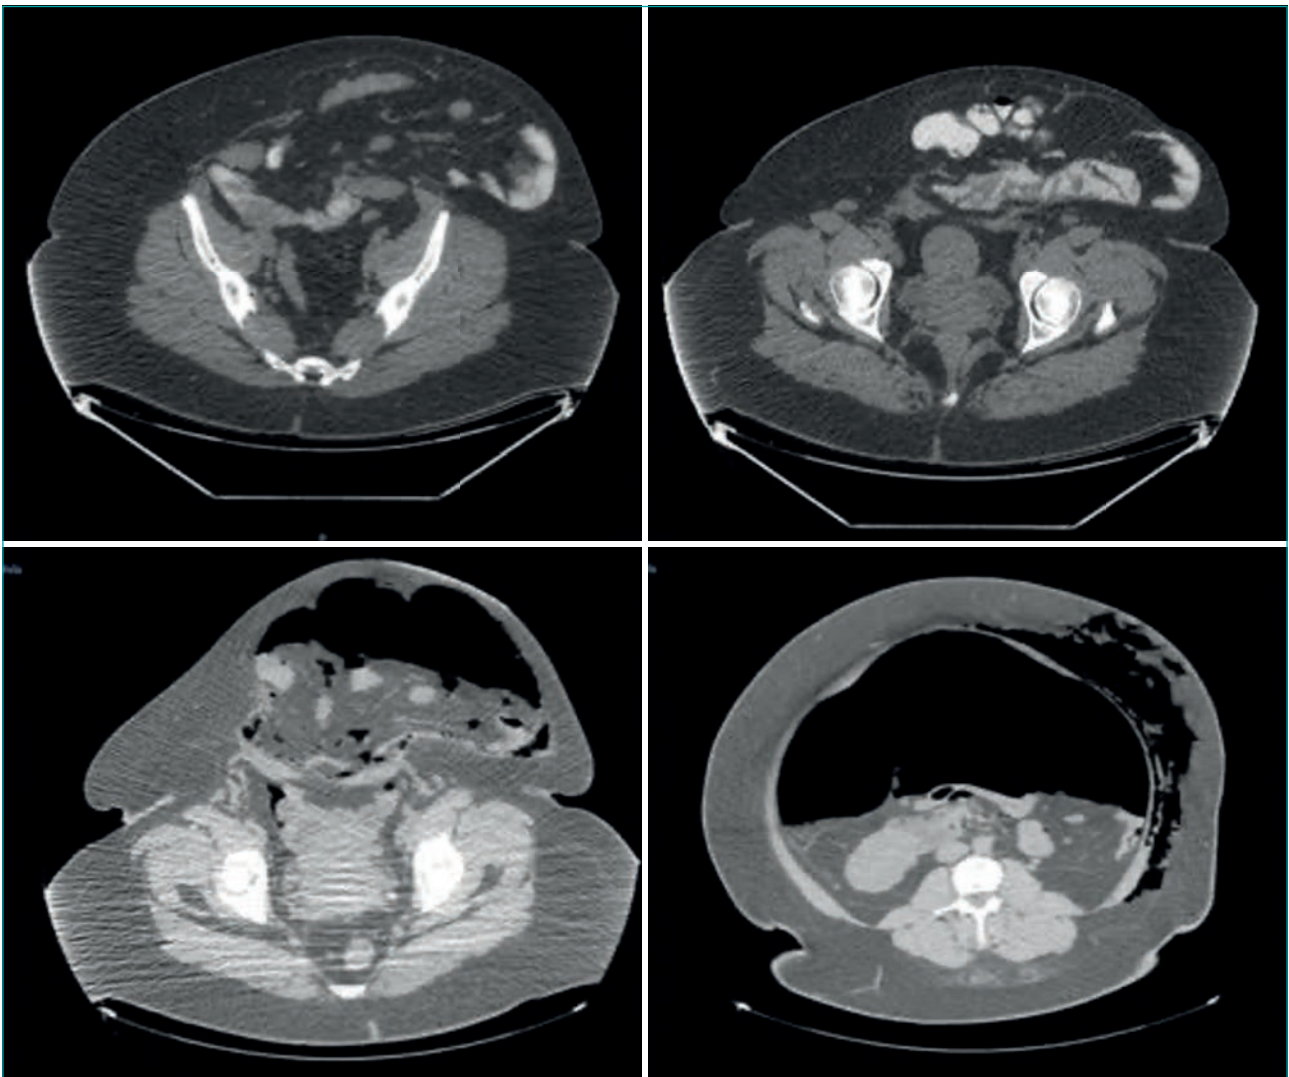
Imágenes de TAC (corte coronal) en paciente con eventración compleja (antes y después del neumoperitoneo).
